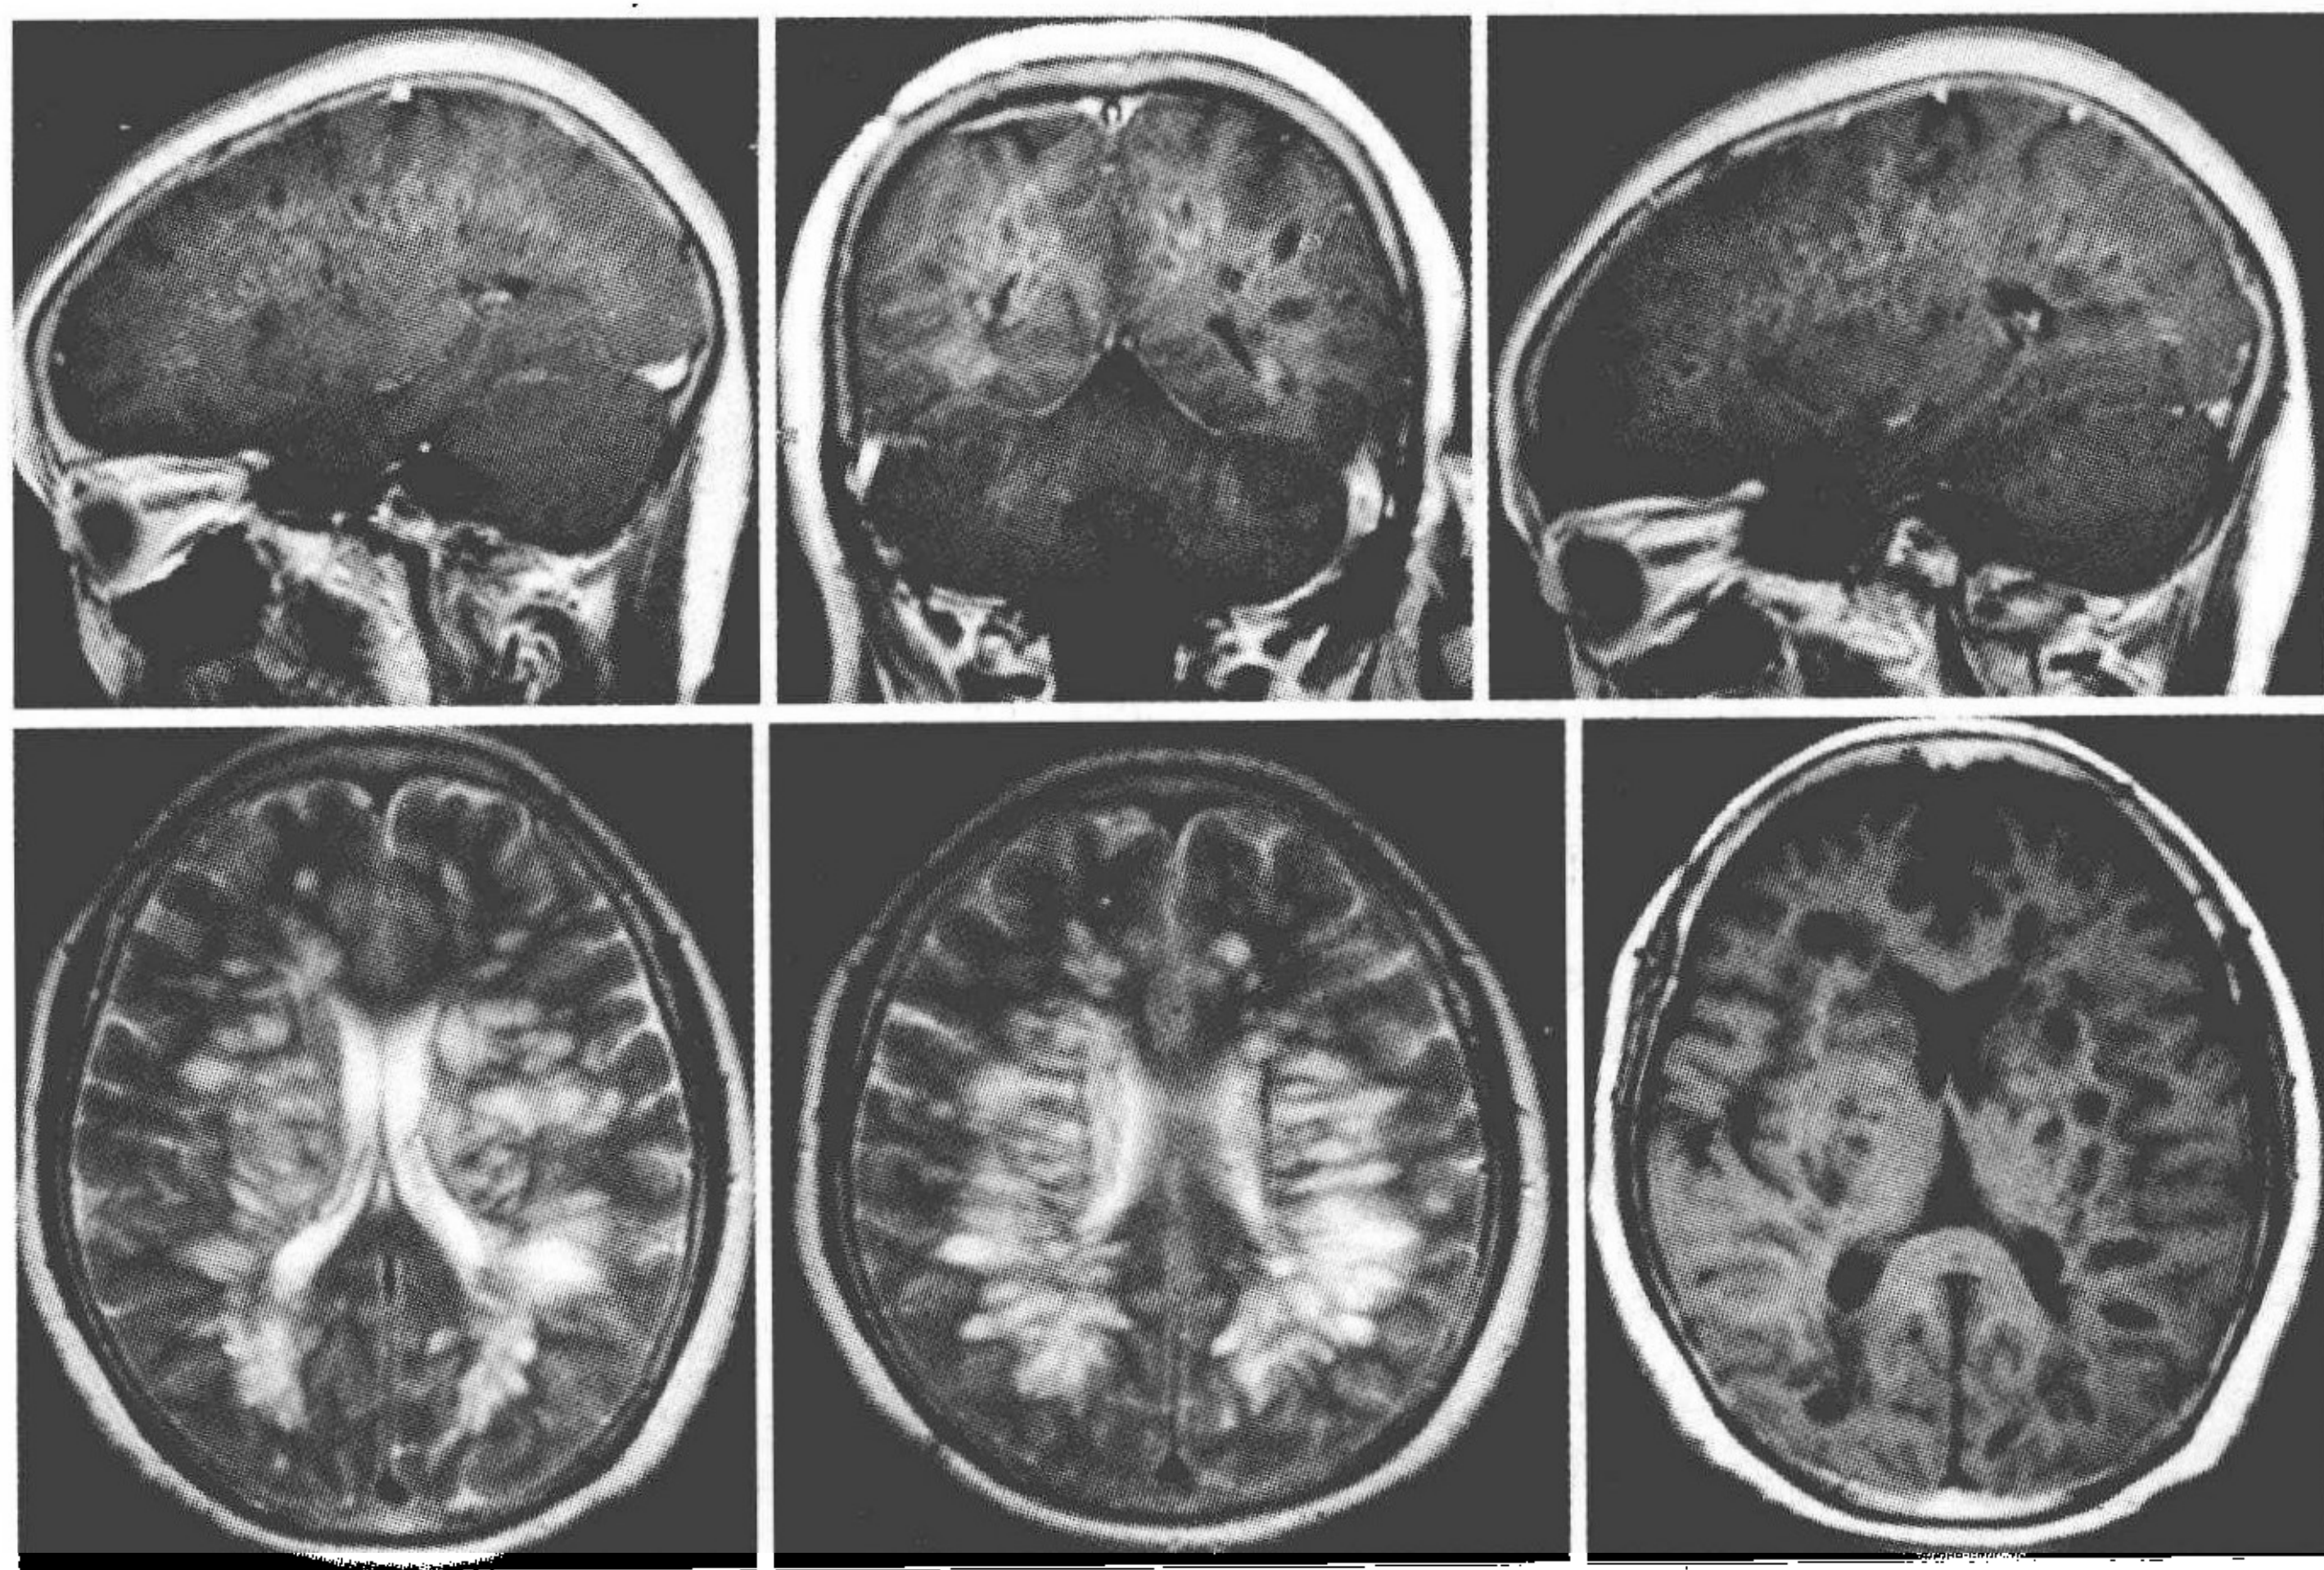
头部 MRI 检查示双侧大脑白质较多条片状长 T₁、长 T₂ 信号,大部分病灶与侧脑室垂直,病灶强化明显
